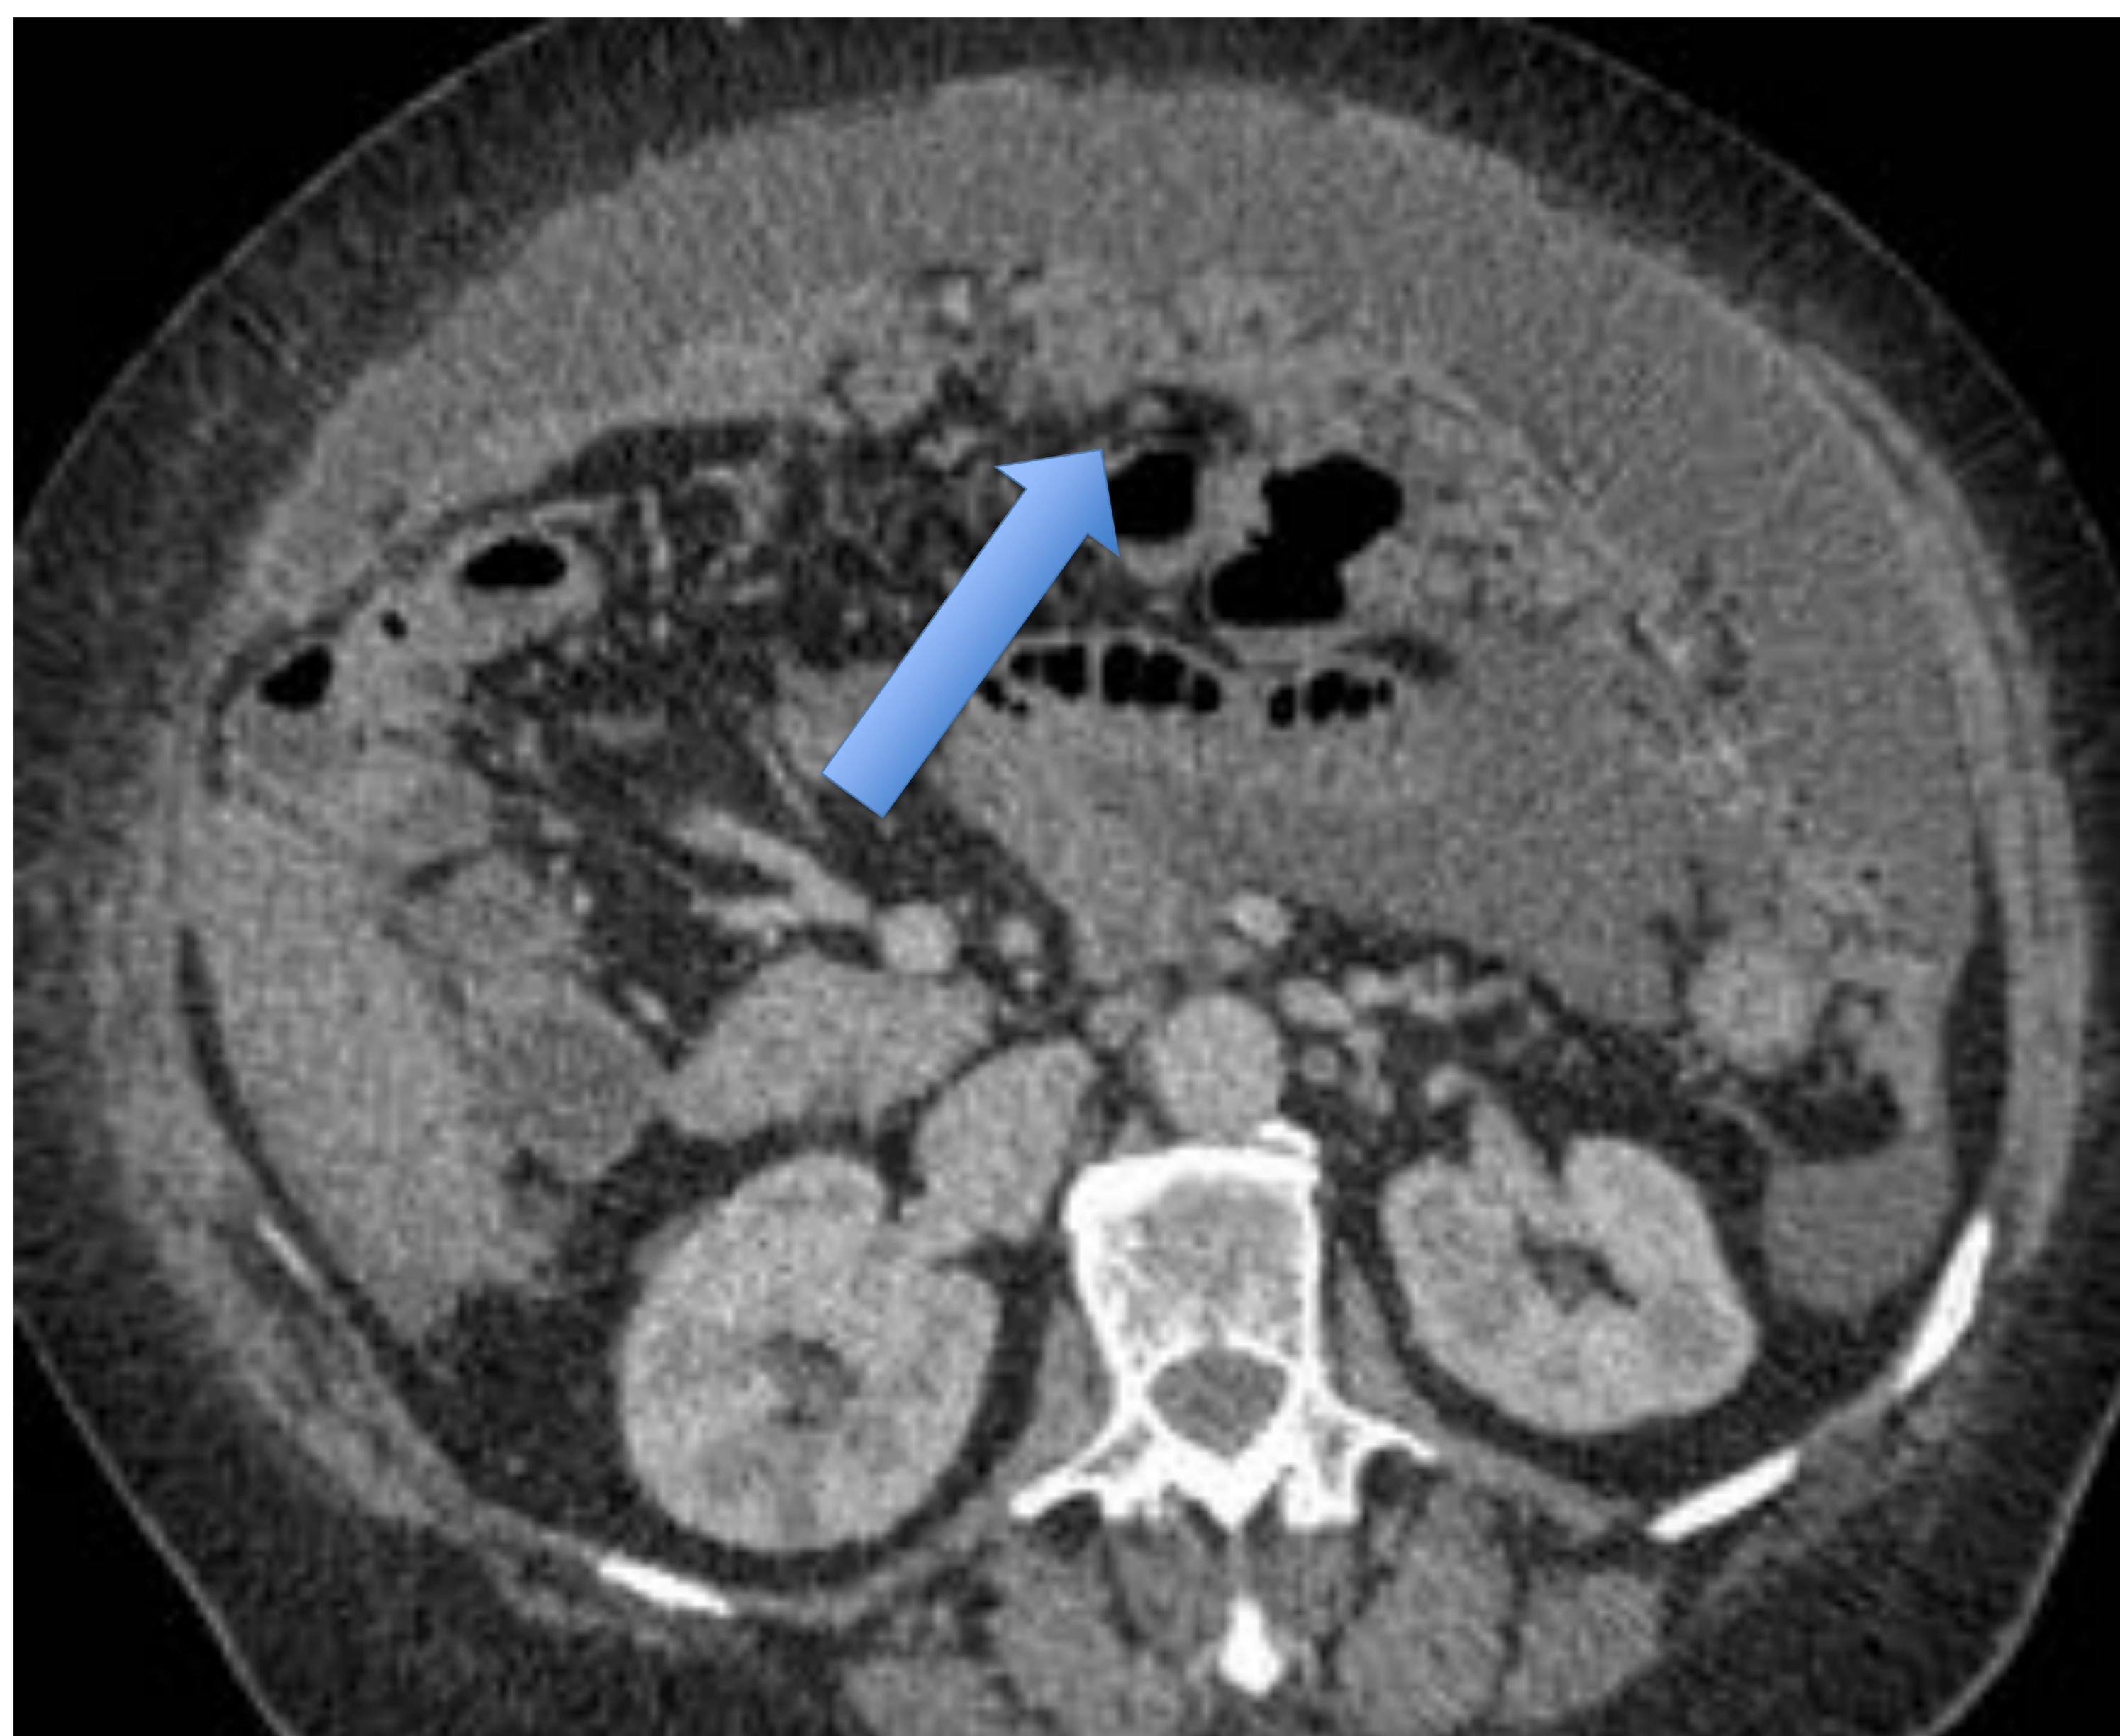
TC abdominal de un paciente que acude con clínica de obstrucción intestinal. En él se observa el clásico signo del “omental cake” (flecha azul) así como abundante ascitis. Los hallazgos son compatibles con carcinomatosis peritoneal.
